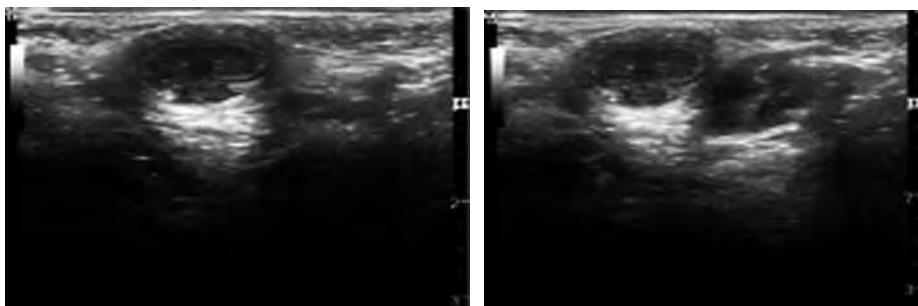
Coupe échographique sagittale de la région du bloc pénien (gauche). Diffusion de l'anesthésique local (AL) sous le fascia de Scarpa (droite).
